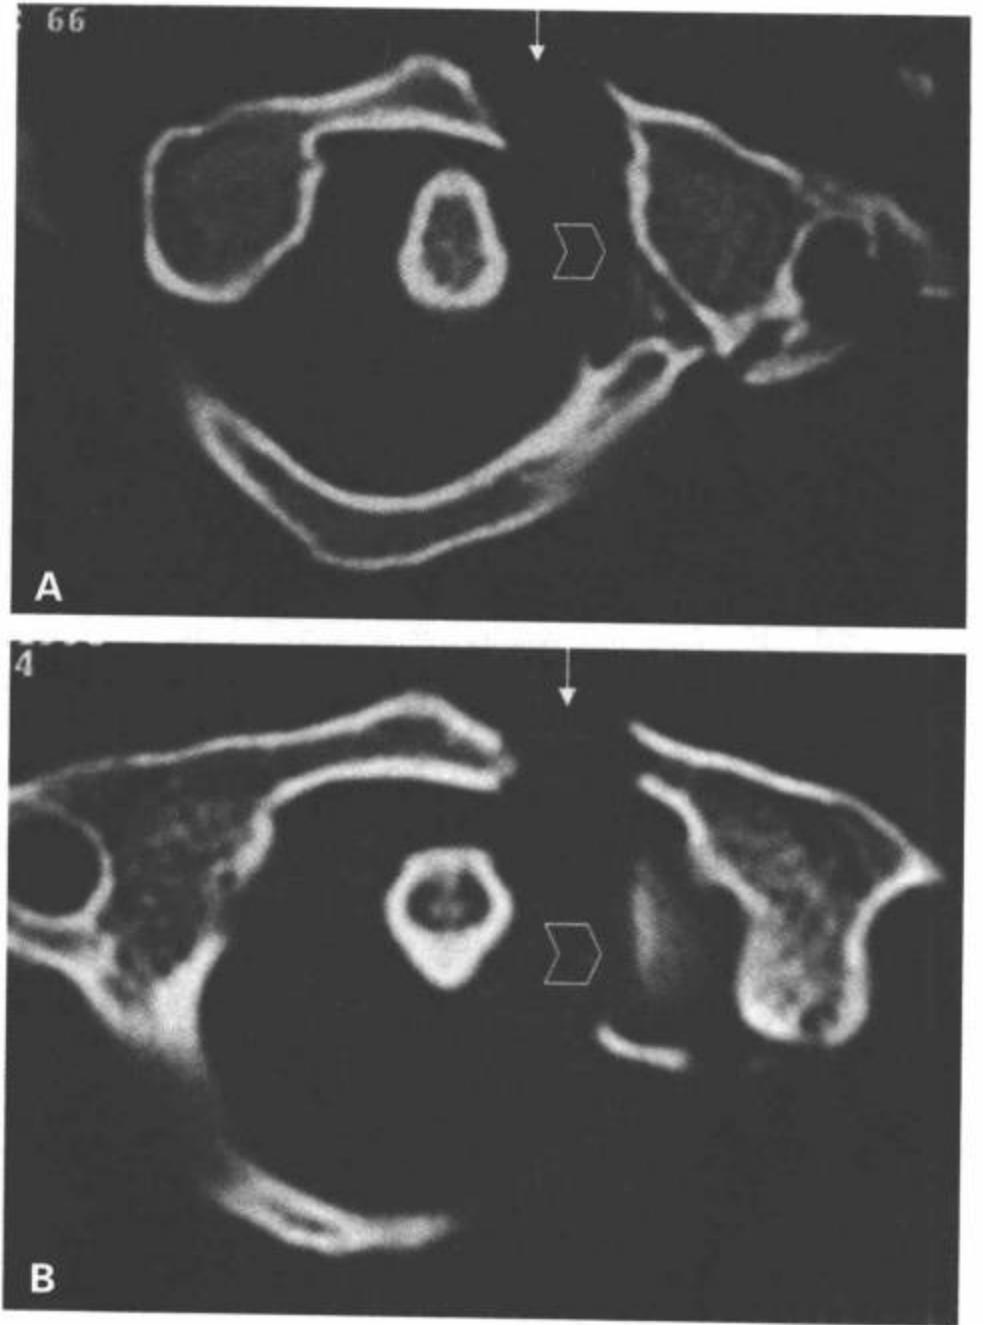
不典型的 Jefferson 骨折。A,B: CT 横断面图像显示 C1 左前弓移位的 (>7mm 提示不稳定) 单纯骨折 (白箭) 和寰椎后环左侧的粉碎性骨折 (黑箭)。显示因寰椎横韧带撕脱引发的 C1 左侧侧块内侧面的骨碎片 (空箭头)。
